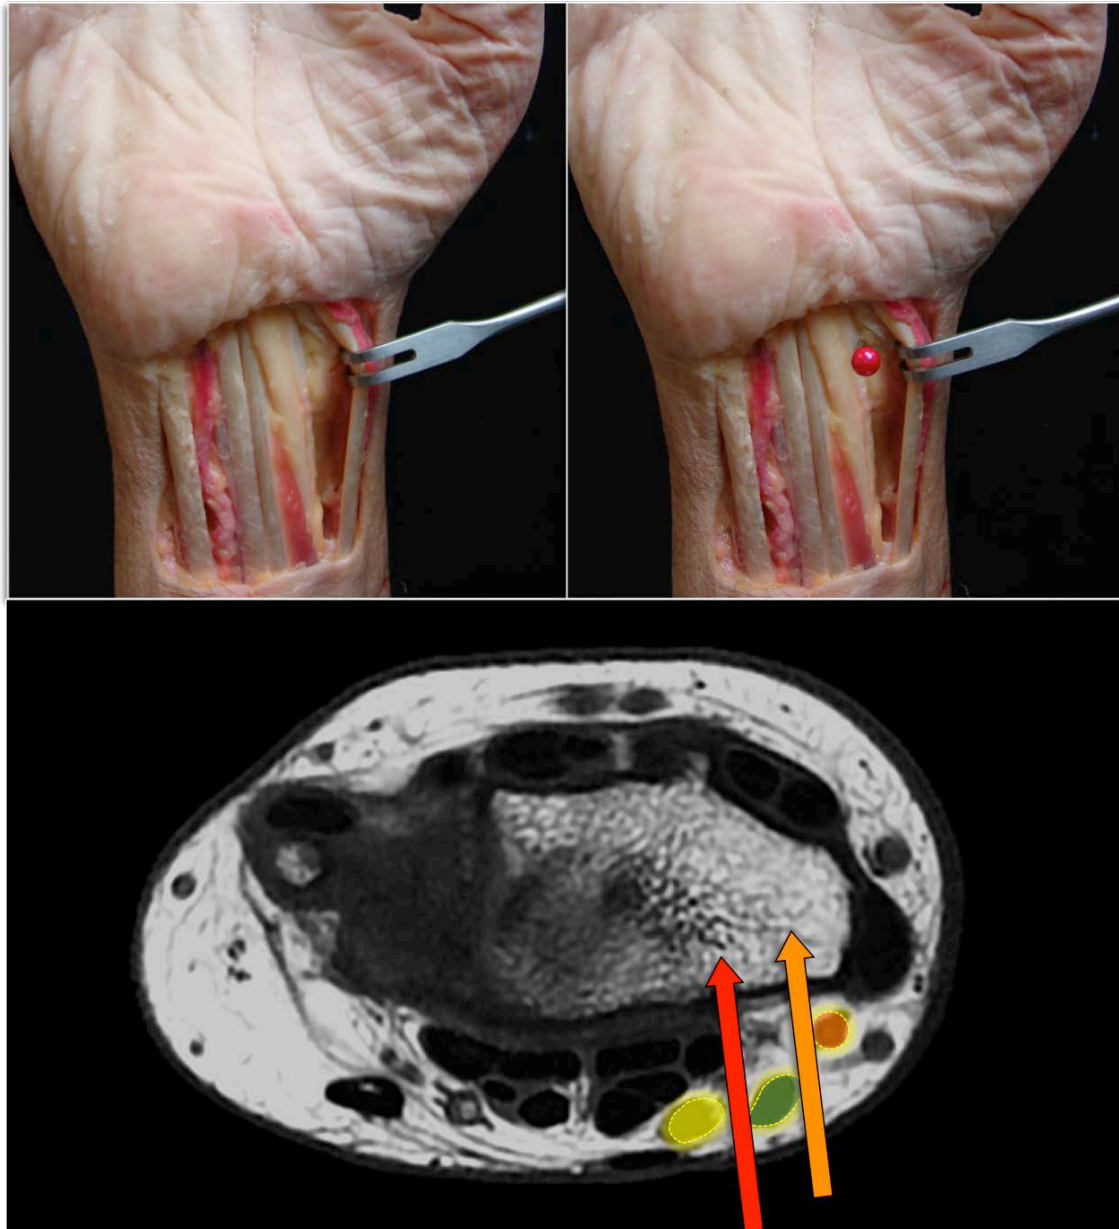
Localización del portal volar radial . En las imágenes superiores se encuentra retraído el flexor radial del carpo y la arteria radial hacia radial; el alfiler de referencia señala la localización del portal volar radial. Imagen inferior de un corte de RMN a nivel de la articulación radiocarpiana: la flecha naranja indica el portal descrito por Slutsky, y la roja, el descrito por Tham y cols. La imagen de color rojo referencia la arteria radial, la de color verde el flexor radial del carpo, y la de amarillo el nervio mediano.
